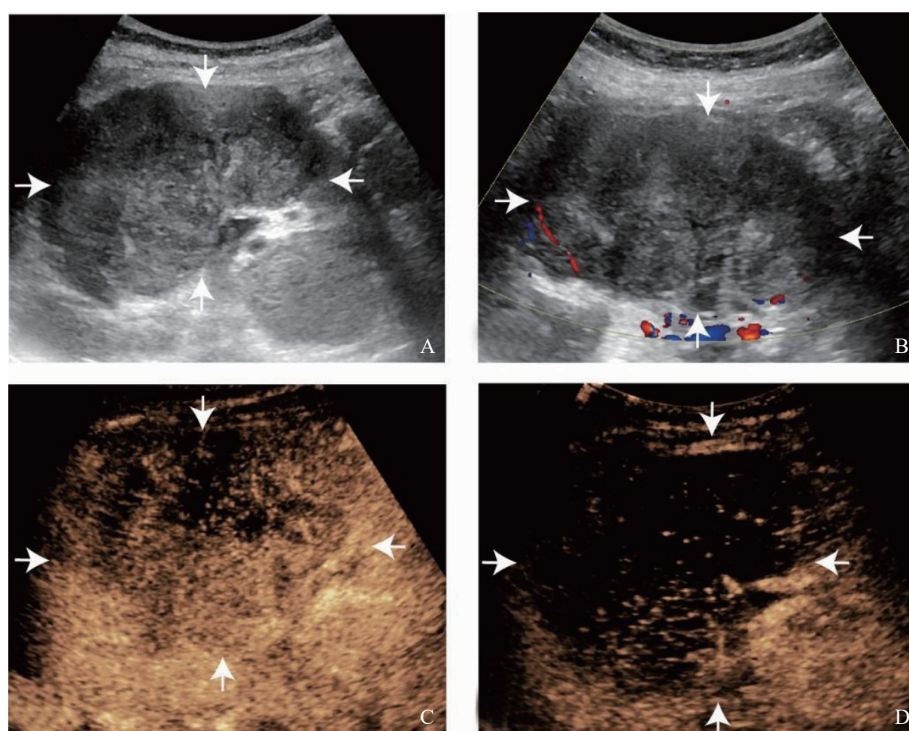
典型病例1(患者, 女性, 57岁, 右肾上段CDC)超声声像图
